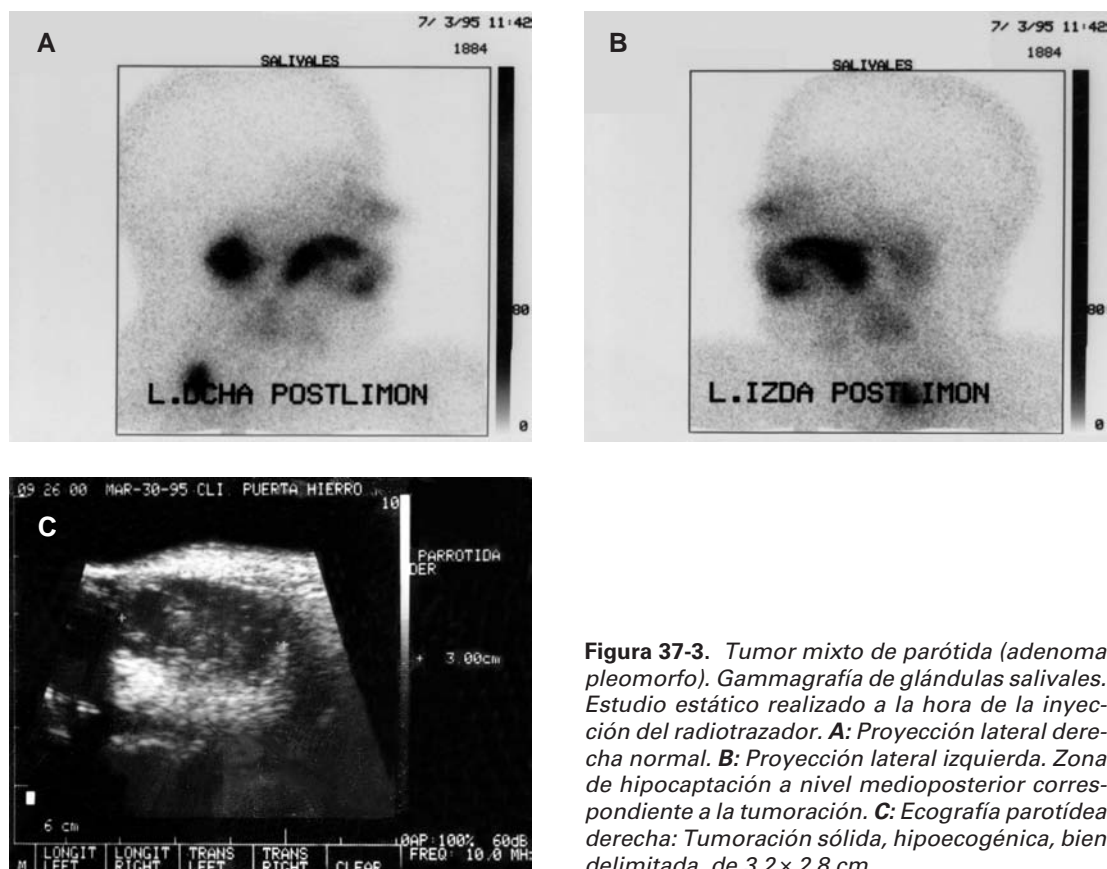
Tumor mixto de parótida (adenoma pleomorfo). Gammagrafía de glándulas salivales. Estudio estático realizado a la hora de la inyección del radiotrazador. A: Proyección lateral derecha normal. B: Proyección lateral izquierda. Zona de hipocaptación a nivel medioposterior correspondiente a la tumoración. C: Ecografía parotídea derecha: Tumoración sólida, hipocogénica, bien delimitada, de 3.2 × 2.8 cm.
